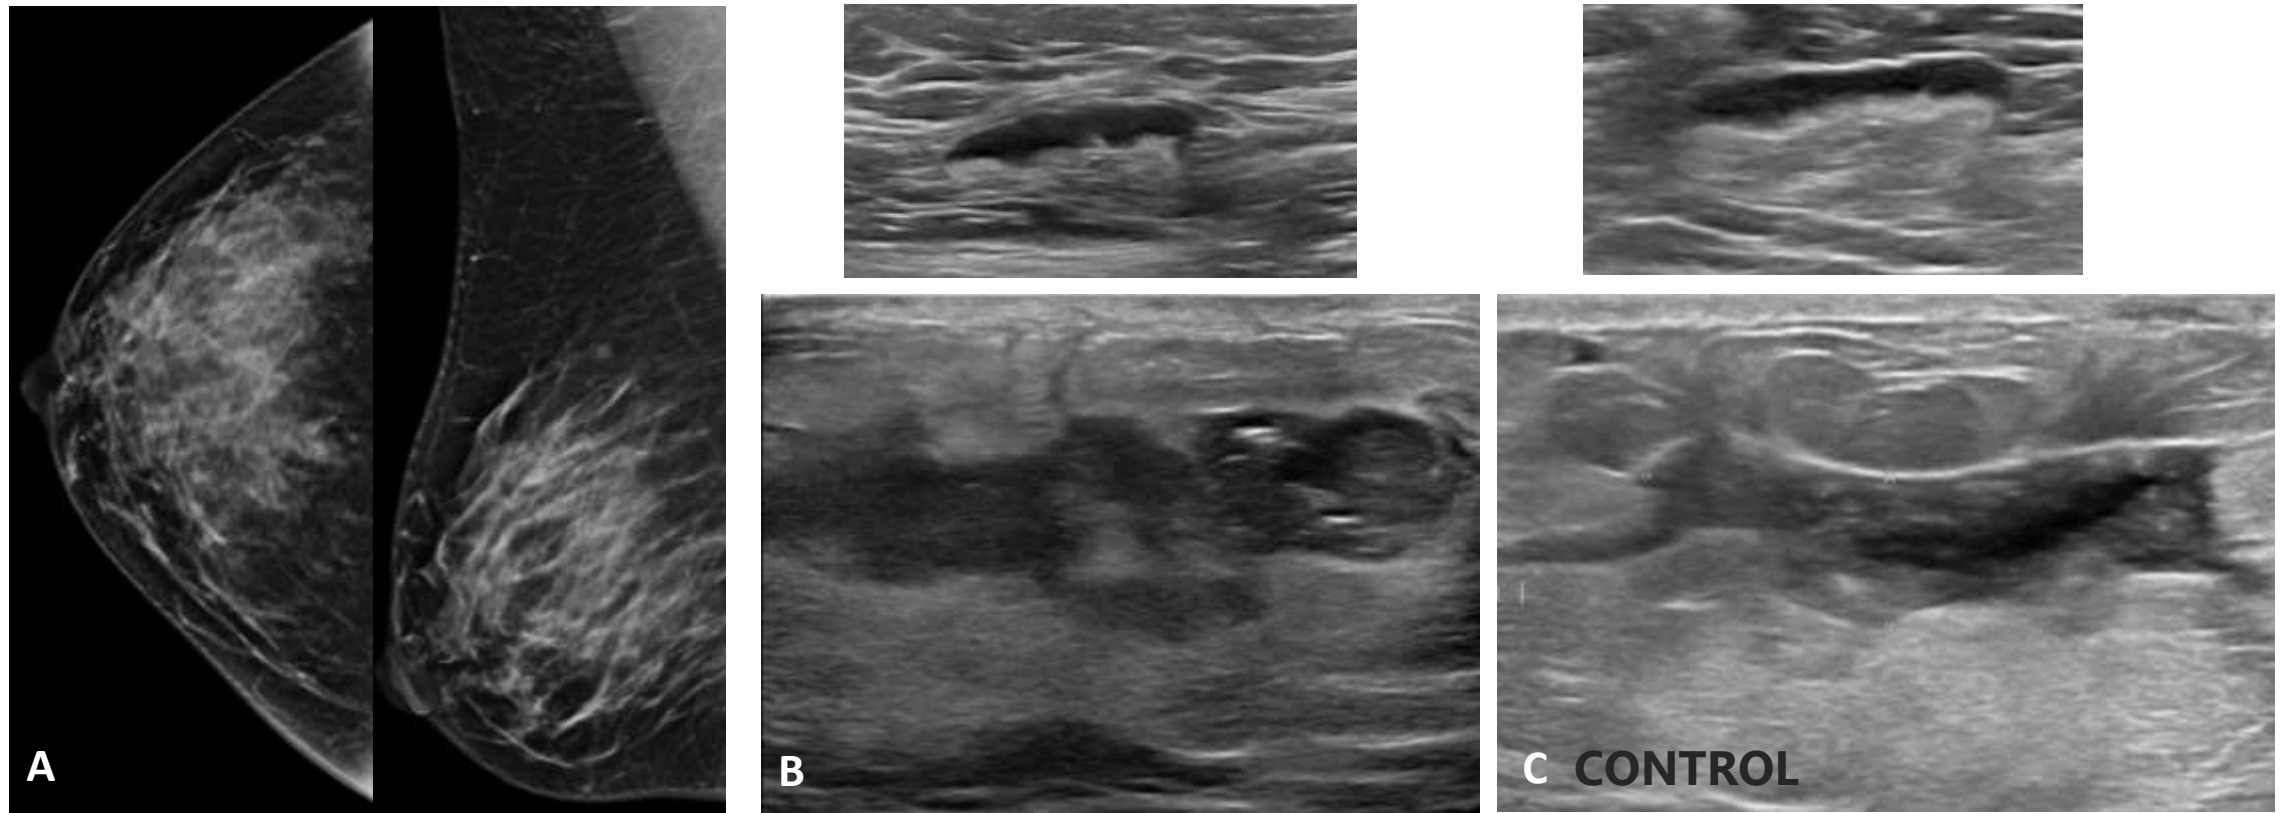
Mujer de 39 años que acude por dolor y eritema en mama izquierda. A) Mamografía con tomosíntesis: aumento de densidad y asimetría focal en mama derecha. B) Ecografía mamaria: colección heterogénea en CSI-UCInternos de la mama izquierda con engrosamiento y edema del tejido celular subcutáneo sugestivo de mastitis complicada. Se realiza punción-aspiración con aguja fina con salida de líquido purulento . Adenopatía axilar derecha reactiva. C) Ecografía de control un mes después: persistencia de cambios inflamatorios y colección residual por lo que se realiza biopsia con diagnóstico de mastitis granulomatosa (TBC vs sarcoidosis vs idiopática).
